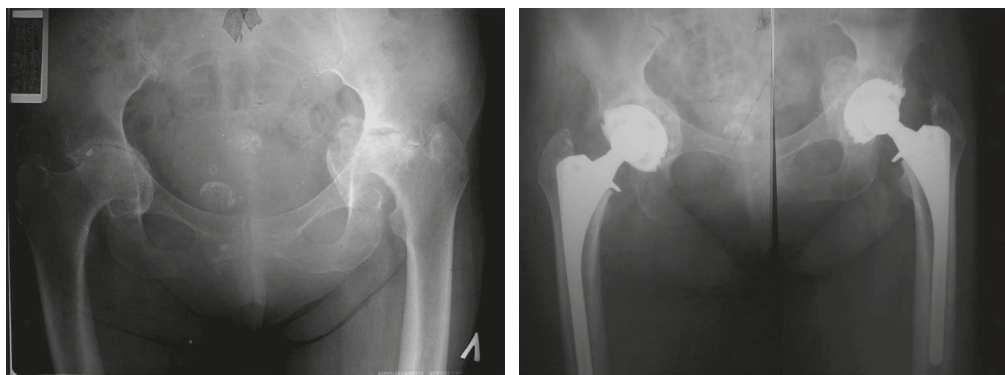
Рентгенограми хворого після відновлення протрузійних дефектів кульшового суглоба в поєднанні з ендопротезуванням
